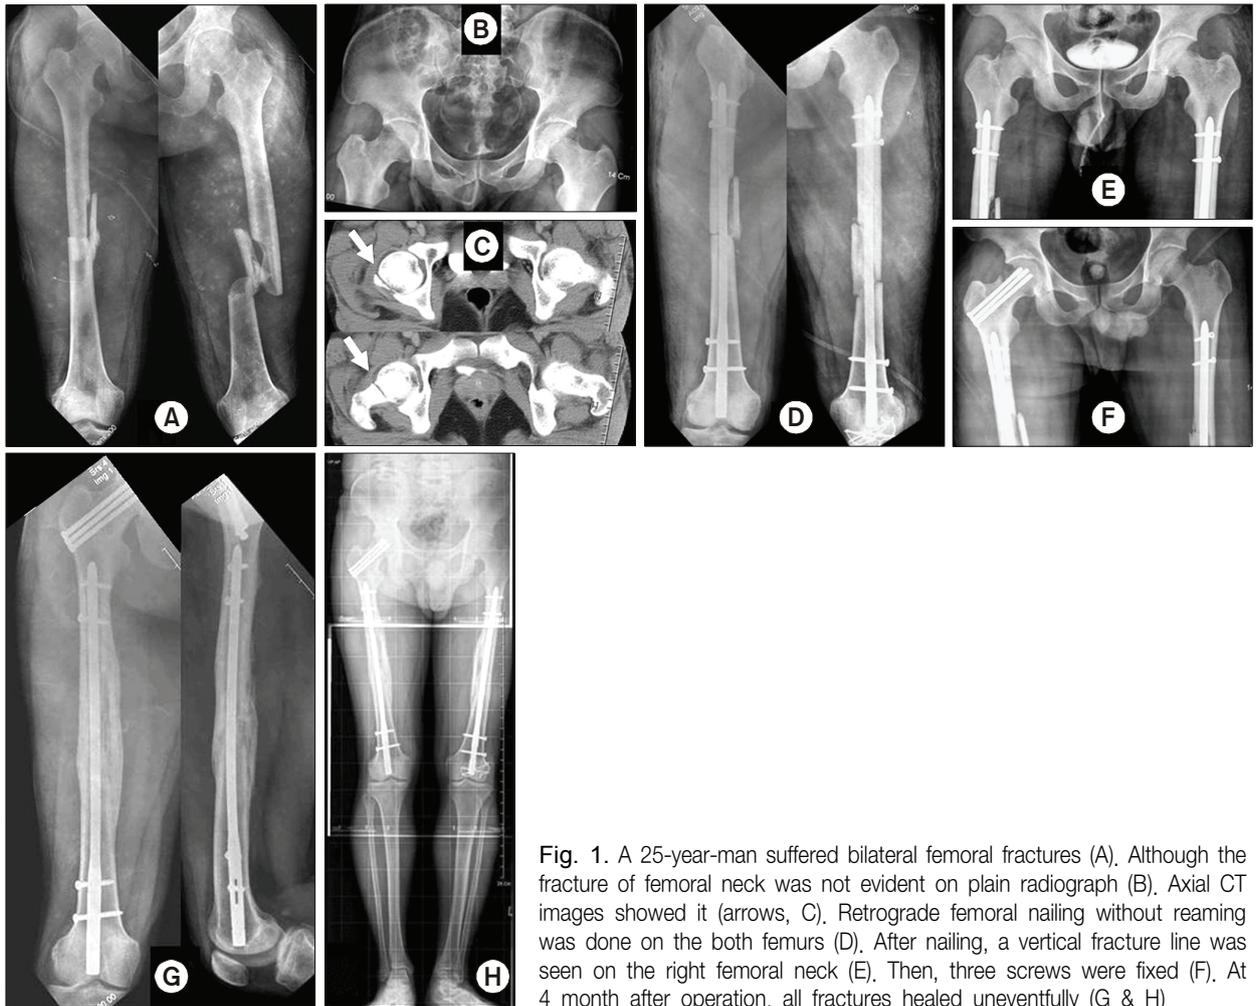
A 25-year-man suffered bilateral femoral fractures (A). Although the fracture of femoral neck was not evident on plain radiograph (B), Axial CT images showed it (arrows, C). Retrograde femoral nailing without reaming was done on the both femurs (D). After nailing, a vertical fracture line was seen on the right femoral neck (E). Then, three screws were fixed (F). At 4 month after operation, all fractures healed uneventfully (G & H).
